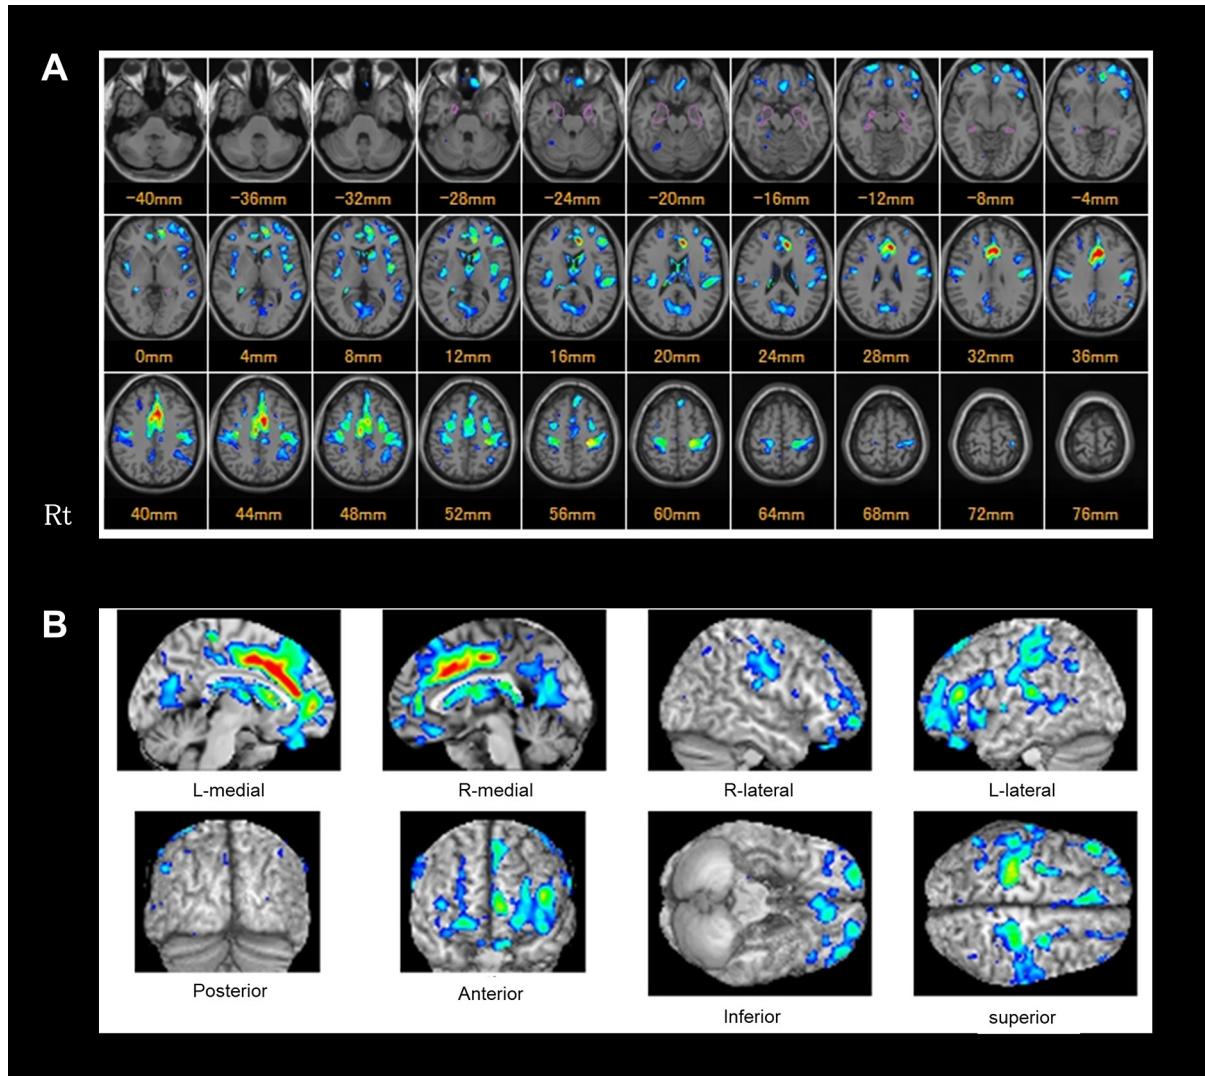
MRI voxel-based specific regional analysis system for Alzheimer's disease (VSRAD).
